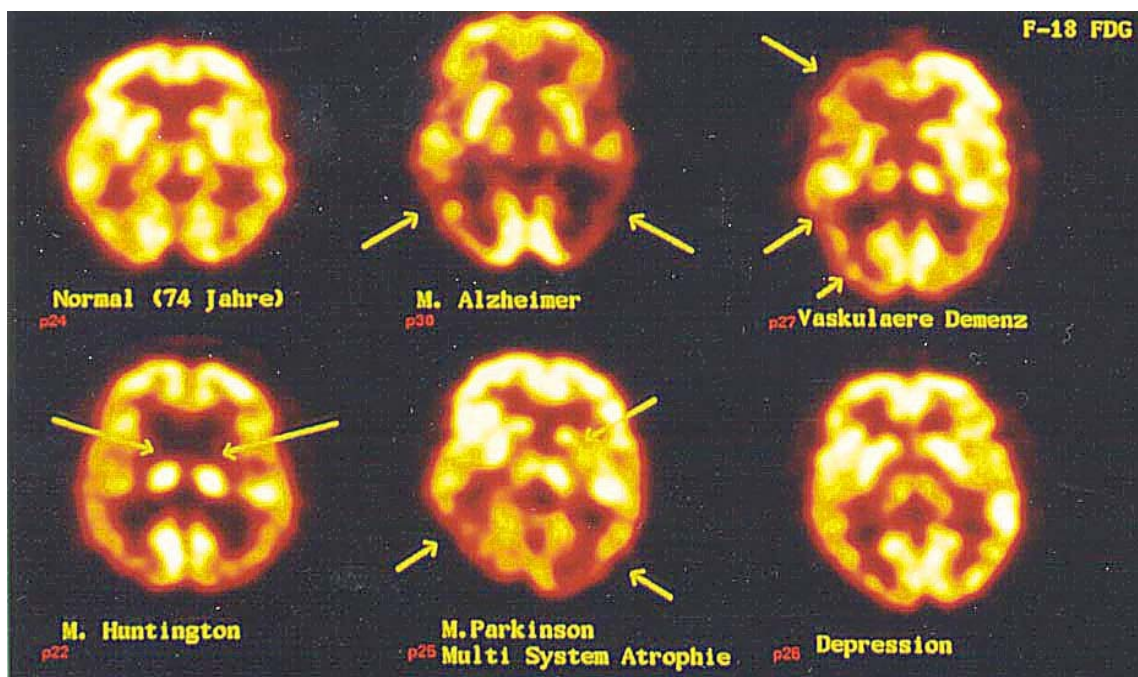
Demenzformen in der ^{18}F -FDG-PET. Spezifische regionale Aktivitätsminderung am Beispiel degenerativer und vaskulärer Demenz sowie bei Depression (Pseudodemenz). Die Pfeile markieren betroffene spezifische Hirnregionen mit verminderten Stoffwechselraten. Die PET zeigt bei der DAT in diesem Beispiel einen deutlich verminderten Glukosestoffwechsel im gesamten Parietallappen.
